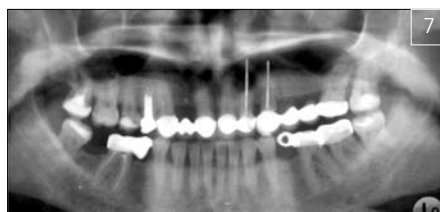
Панорамная рентгенограмма зубного ряда пациента Б. после цистэктомии и резекции верхушки корня зуба 2.2 с одномоментной установкой ТДИ в зубы 2.2 и 2.3
